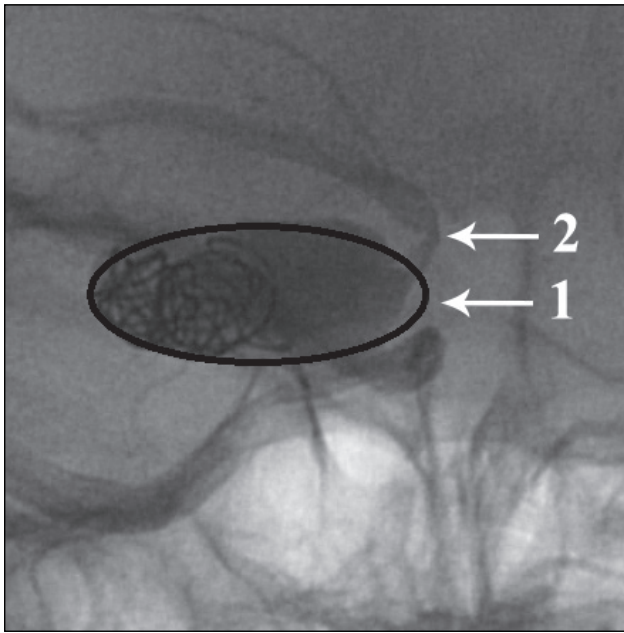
Рентгеноконтрастна церебральна ангіографія, виконана після оклюзійного тесту та введення мікроспіралей в аневризму (в купол та частково в тіло аневризми): 1 — стенозований М₁-сегмент правої середньої мозкової артерії; 2 — мікроспіралі, які введено в аневризму
